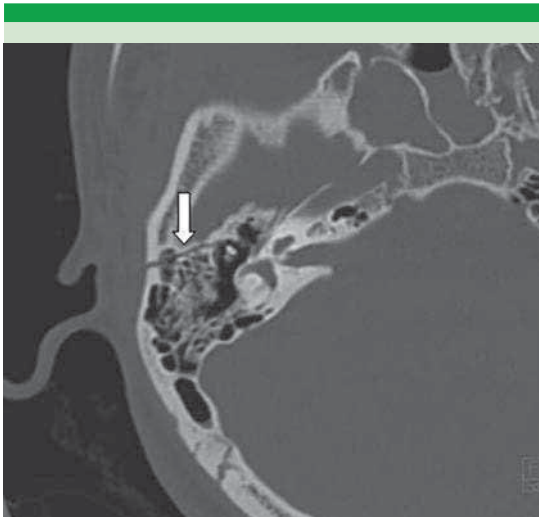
Tomografía axial con trazo de fractura longitudinal (flecha).
